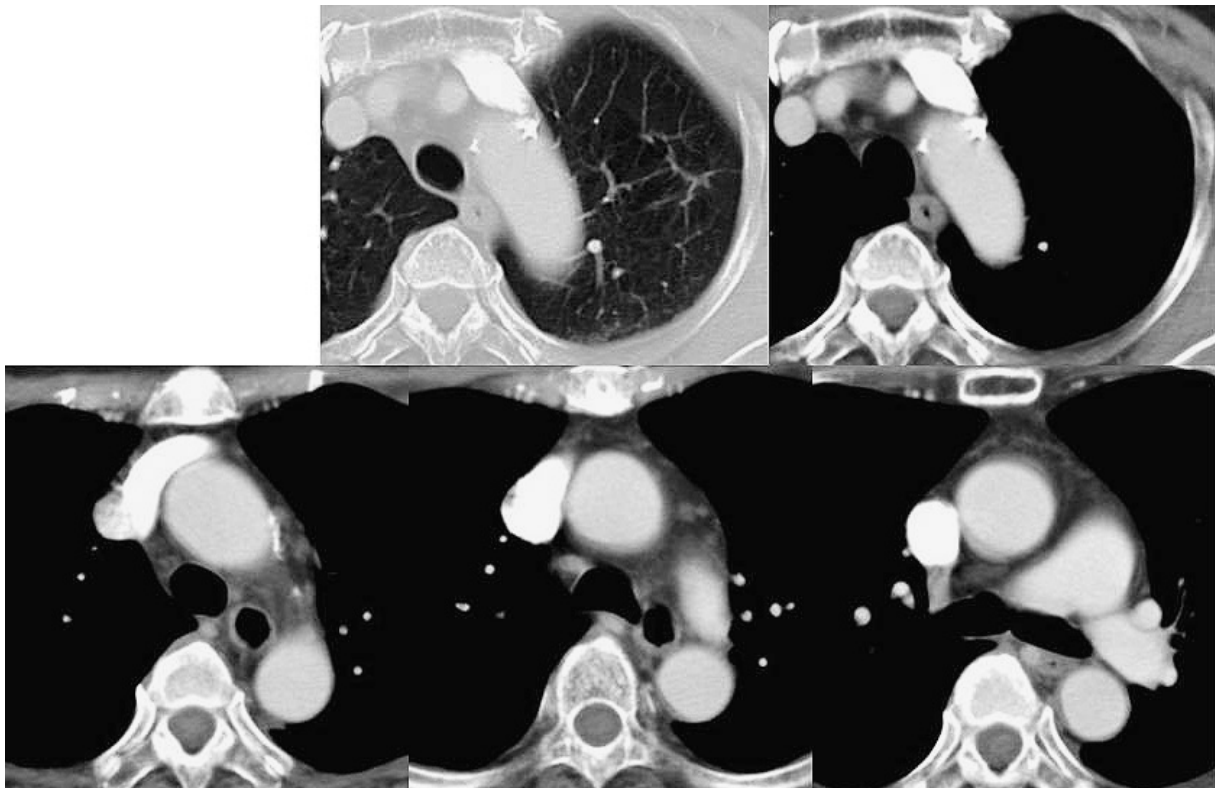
Chest computed tomography performed following the administration of the second-line chemotherapy revealed a good treatment effect. The primary tumor and lymph nodes had markedly reduced in size.
